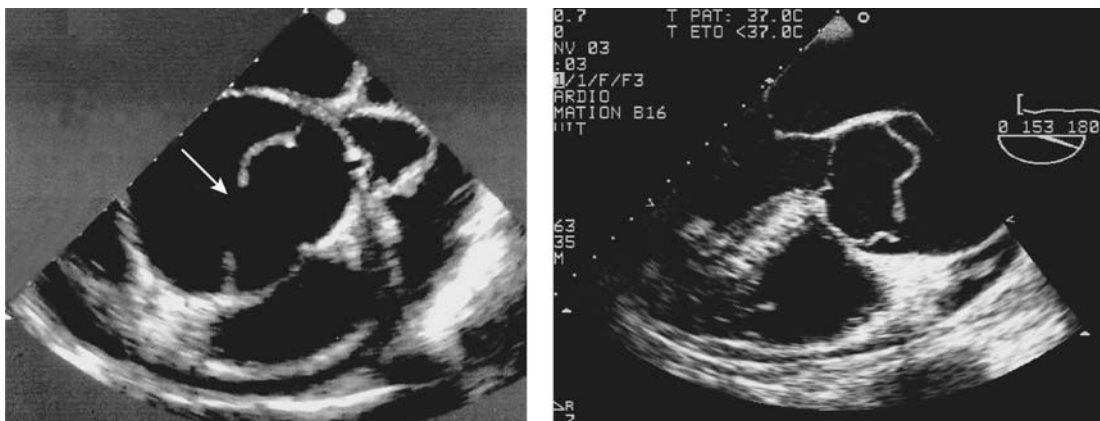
Échographie transœsophagienne mettant en évidence une dissection aortique de l'aorte thoracique ascendante avec visualisation de la porte d'entrée (flèche).
